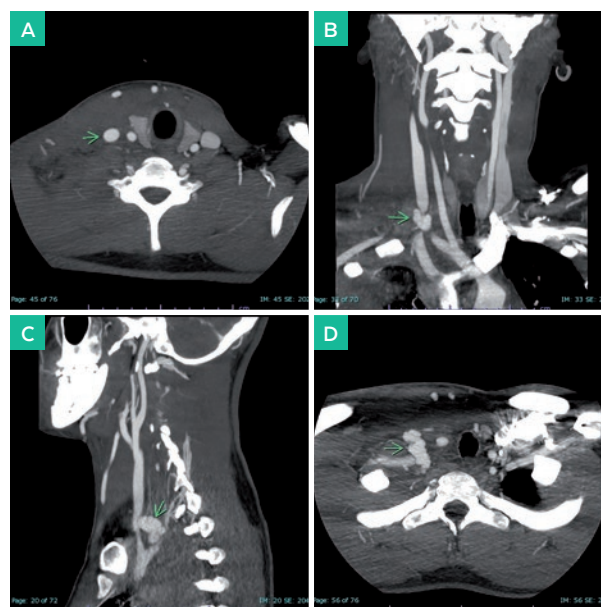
A. Imagen axial de TC en fase arterial, B. Imagen coronal de TC en fase arterial y C. Imagen sagital de TC en fase arterial, se aprecia trayecto fistuloso irregular, tortuoso que une a la arteria subclavia derecha con la vena yugular interna (flecha). D. Imagen axial de TC en fase arterial, se aprecia mayor densidad de la vena yugular derecha (densidad similar a la arteria carótida ipsilateral) con relación a paso de sangre arterial a través de trayecto fistuloso subclavio yugular (flecha).
